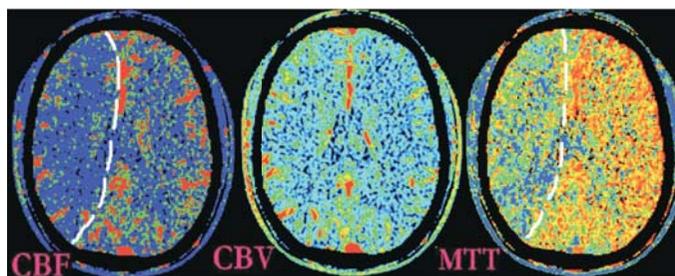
Пример перфузионной карты пациента с хроническим нарушением мозгового кровообращения на фоне критического стеноза в правой ВСА (на картах CBF и МТТ пунктиром отмечена зона снижения кровотока в правом полушарии головного мозга, на карте CBV изменений не выявлено – объем мозгового кровотока поддерживается за счет механизмов ауторегуляции).
